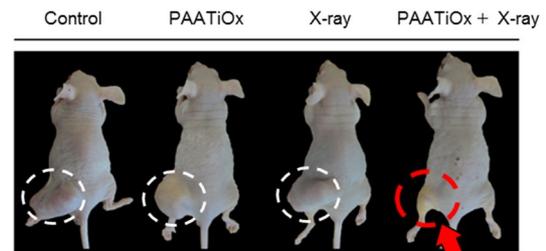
過酸化チタンナノ粒子(PAATiOx)の局所投与とX線の抗腫瘍効果
